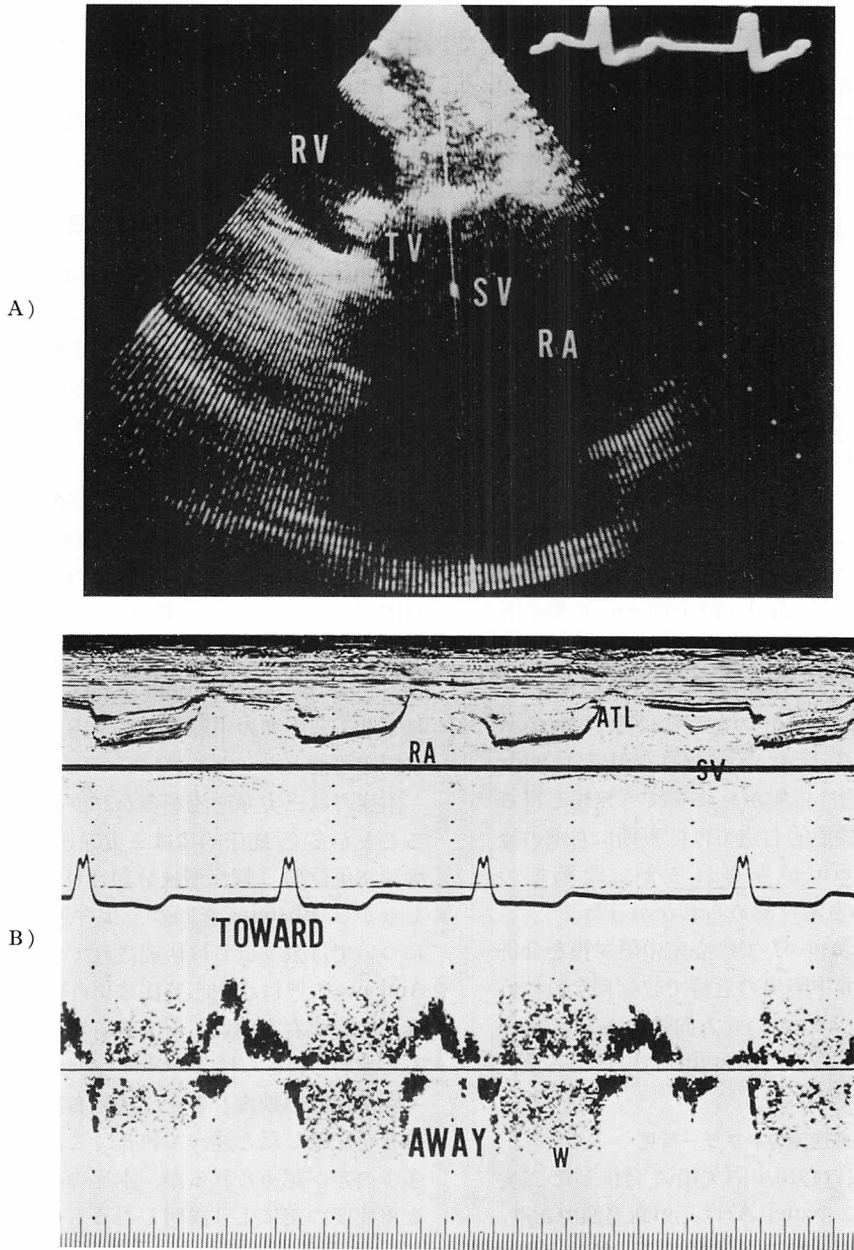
Pulsed Doppler echocardiogram taken from a patient with Ebstein's anomaly (Case 3).
